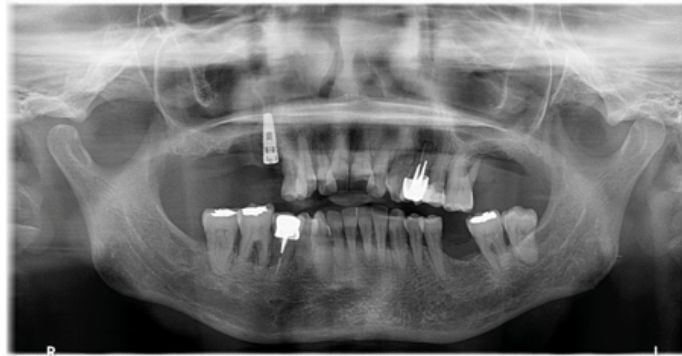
Radiographie panoramique avant le début du traitement .
